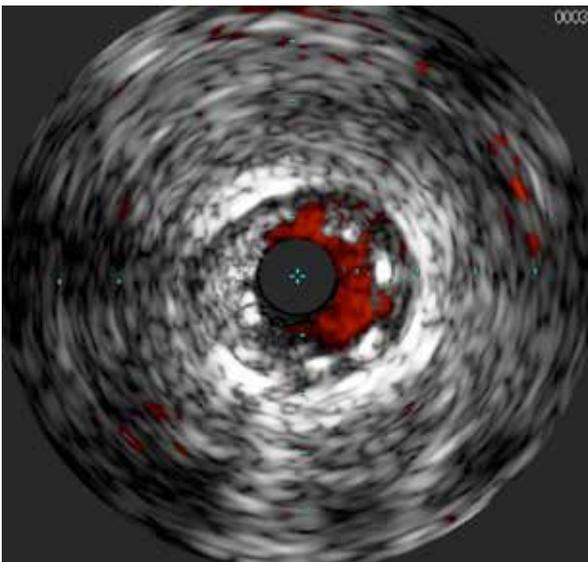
ВСУЗИ картина стента в среднем сегменте ПМЖА.
